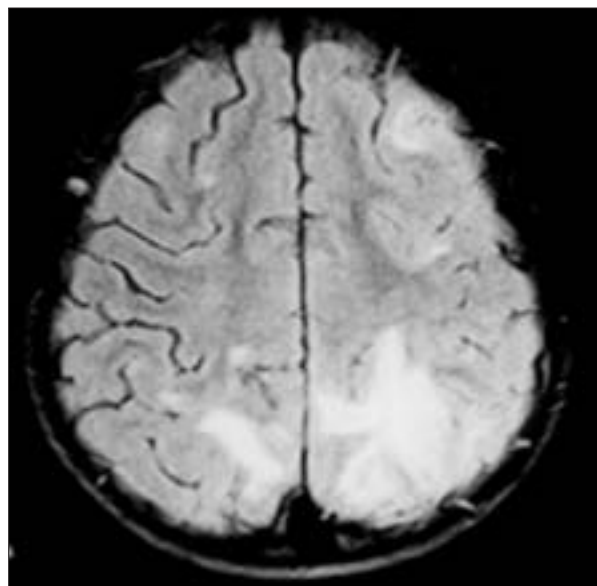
RM cerebral: corte axial que pasa por los centros semioviales presentando lesiones corticosubcorticales parietales posteriores parasagitales, con mayor dimensión a izquierda y también frontal izquierda; se caracterizan por presentar hiperintensidad en FLAIR.
